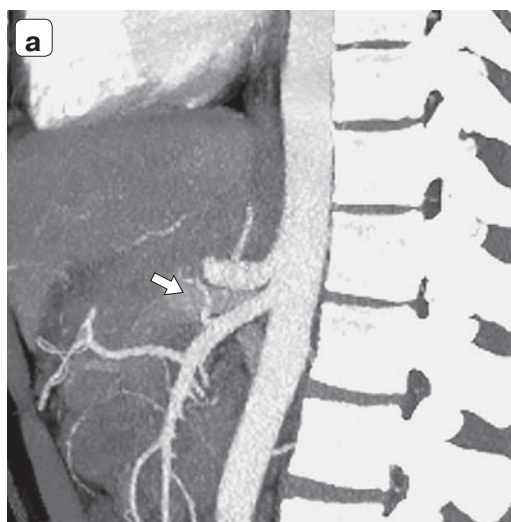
ДПА: а – компьютерная томограмма, сагиттальная проекция, ДПА (указана стрелкой) отходит от верхней брыжеечной артерии; б – интраоперационное фото, ДПА на белой держалке, общая печеночная артерия – на красной держалке.
